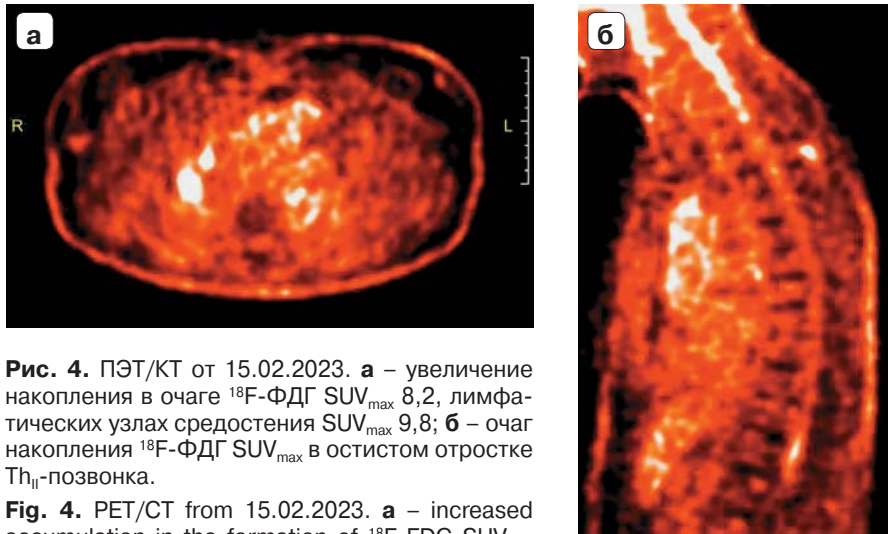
ПЭТ/КТ от 15.02.2023. а – увеличение накопления в очаге ^{18}F -ФДГ SUV_{max} 8,2, лимфатических узлах средостения SUV_{max} 9,8; б – очаг накопления ^{18}F -ФДГ SUV_{max} в остистом отростке Th_{11} -позвонка.
